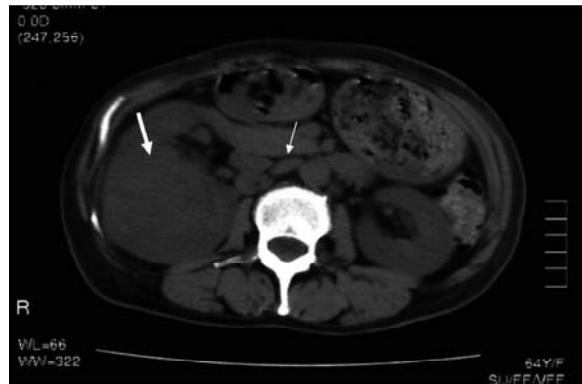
Computed tomography (CT) of Case 2. CT showing the right renal mass ($8 \times 6 \times 5$ cm in size, large arrow) and Para aortic lymph node swelling (small arrow).
